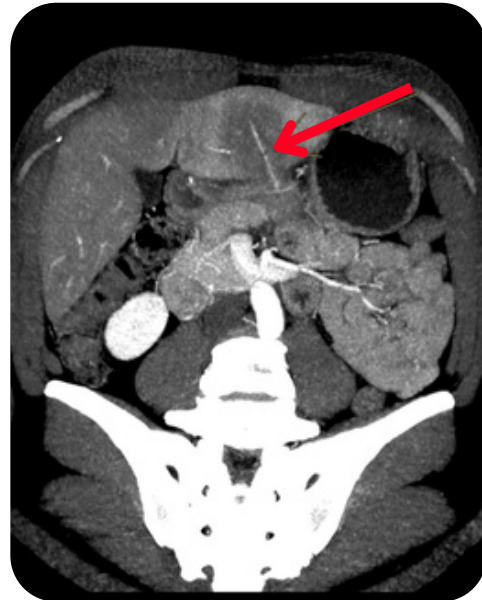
TC de abdome em fase venosa (corte axial).
